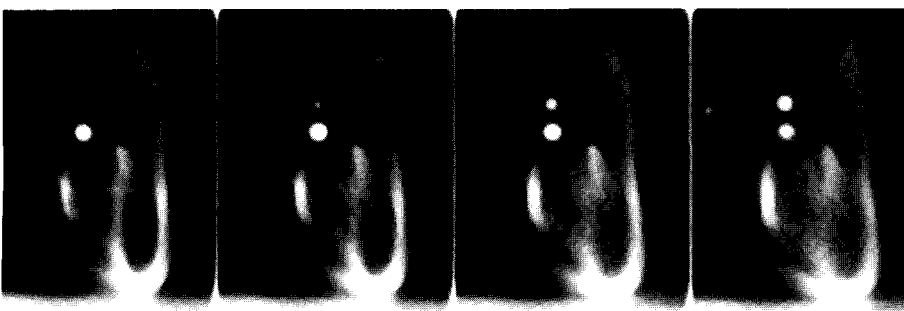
A cross-sectional tomographic images acquired 8 mm image thickness.
